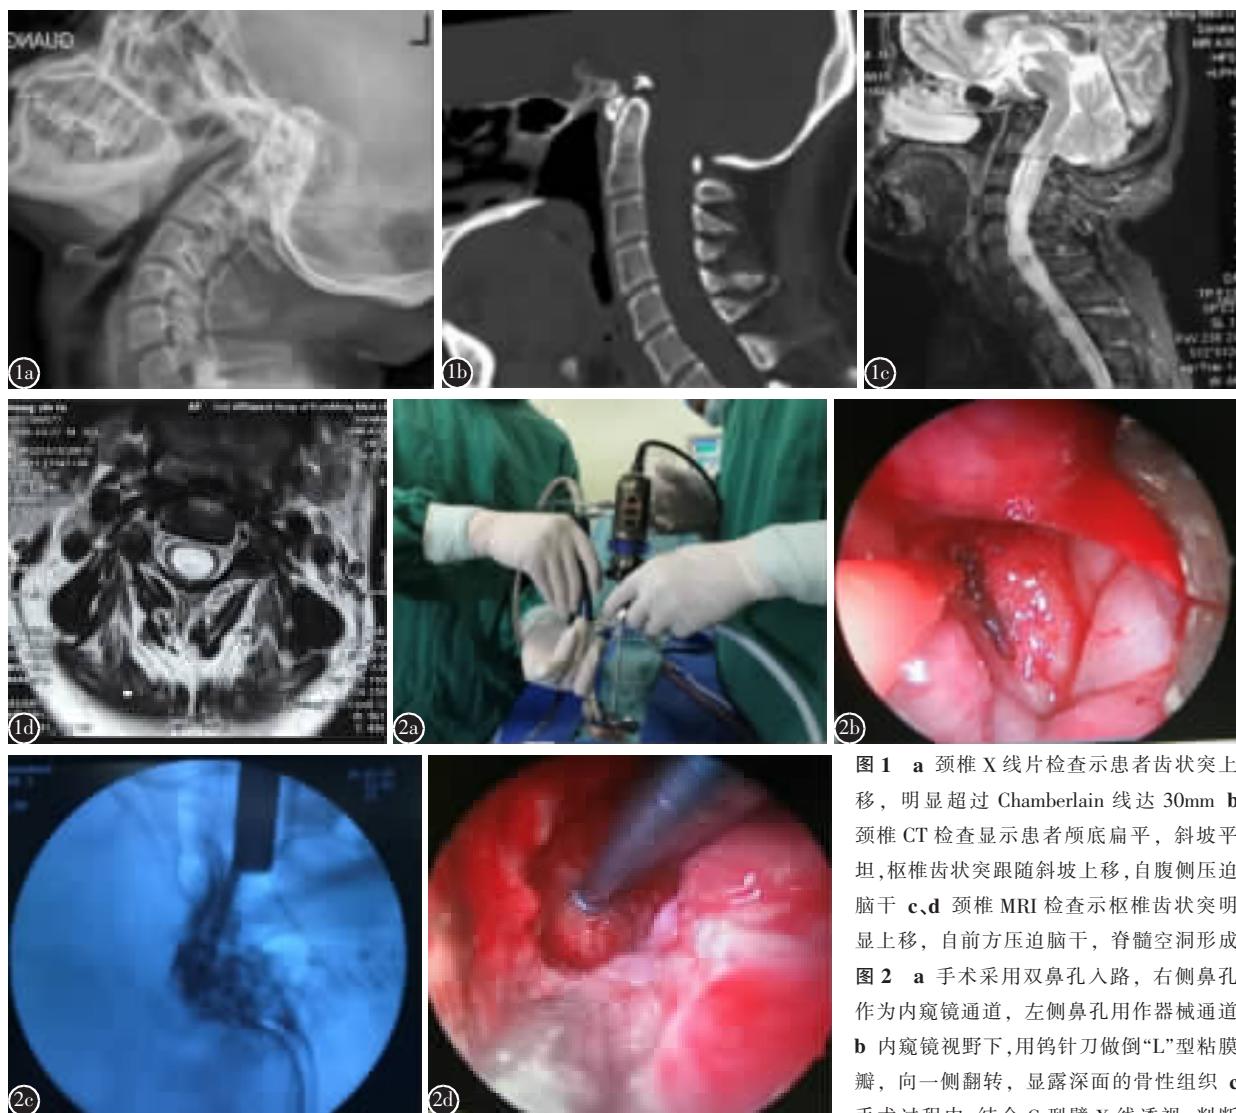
a 颈椎X线片检查示患者齿状突上移, 明显超过Chamberlain线达30mm b 颈椎CT检查显示患者颅底扁平, 斜坡平坦, 枢椎齿状突跟随斜坡上移, 自腹侧压迫脑干 c,d 颈椎MRI检查示枢椎齿状突明显上移, 自前方压迫脑干, 脊髓空洞形成
